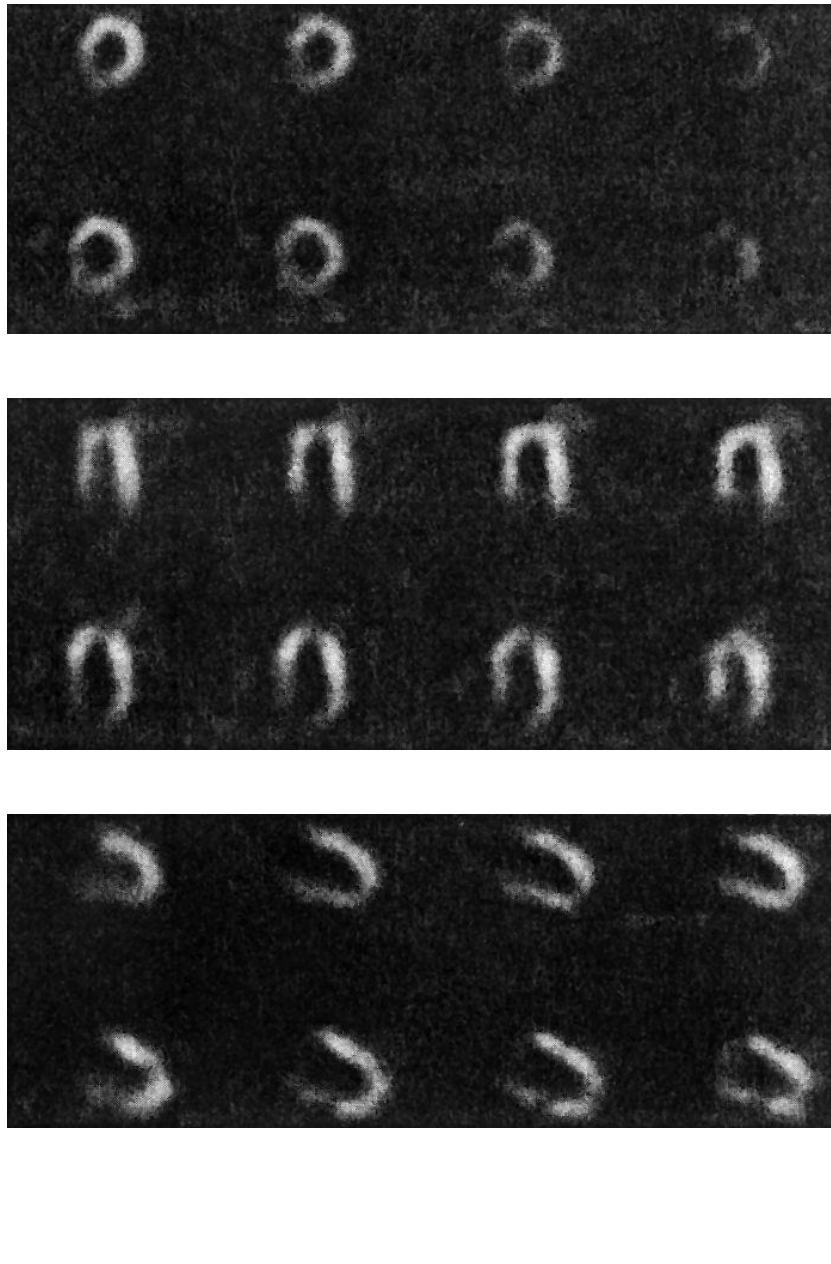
Imagen SPECT del ventrículo izquierdo. A. Imágenes del eje corto. B. Imágenes del eje horizontal. C. Imágenes del eje vertical largo. En cada caso el panel superior muestra cuatro imágenes SPECT después del estrés (ejercicio) y el panel inferior muestra las vistas correspondientes antes del ejercicio (reposo) [6].
